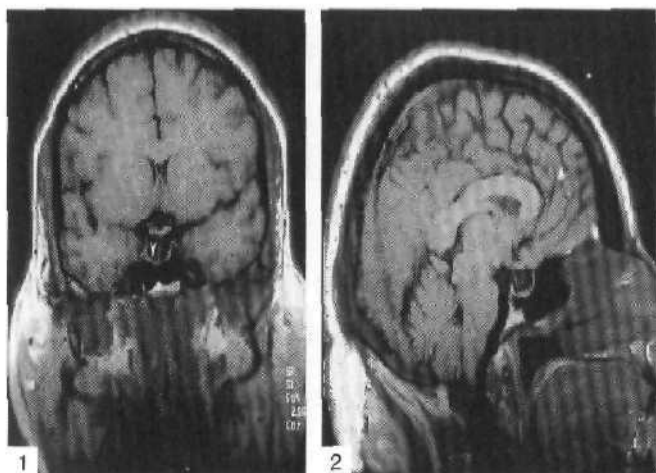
Первичное «пустое» турецкое седло. Стебель гипофиза, расположенный по средней линии, достигает дна (обозначено стрелкой) турецкого седла. МРТ, T_1 -взвешенное изображение — фронтальная (1) и сагиттальная (2) проекции.
